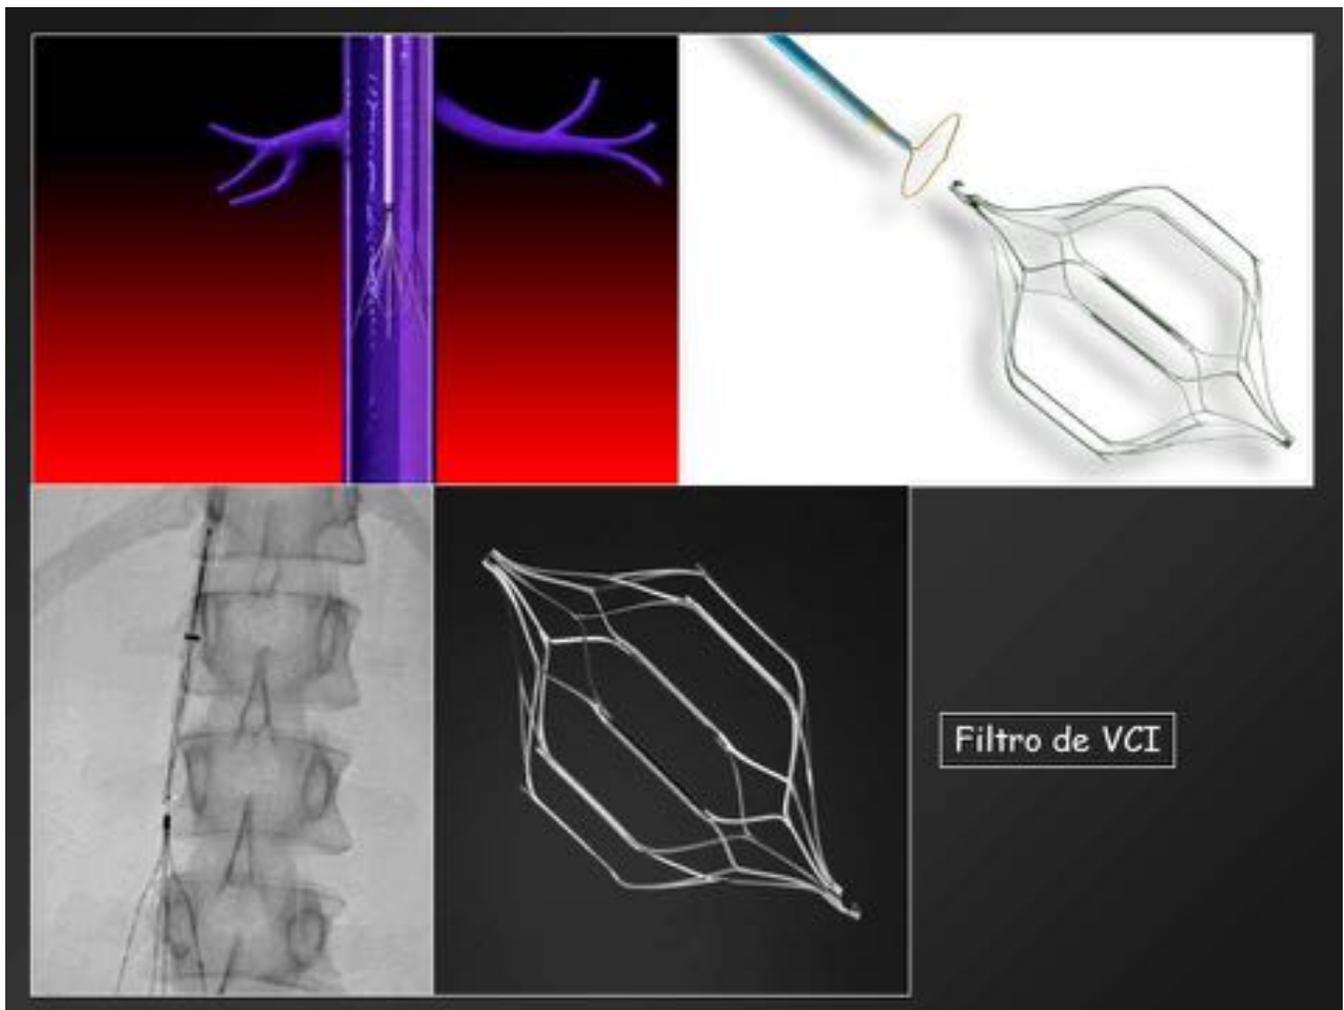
Filtros de vena cava inferior (no todos los filtros de vena cava son RM compatibles)
